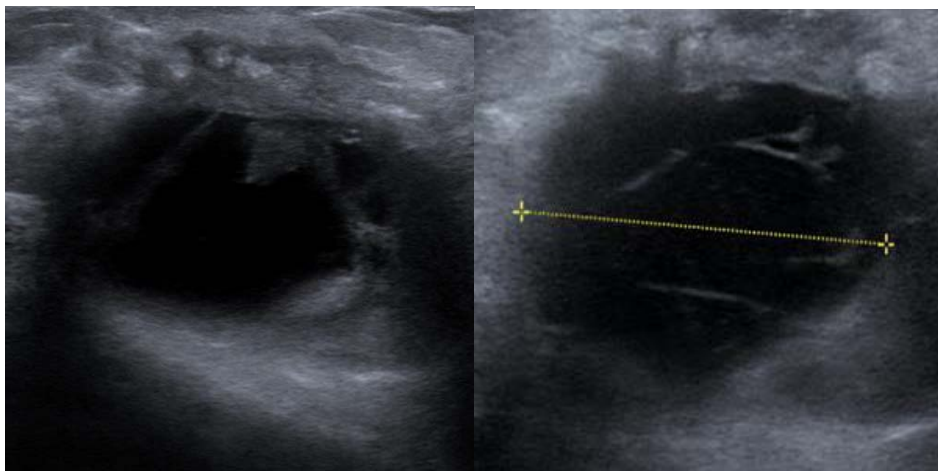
Hématome postopératoire (échographie). L'échographie met en évidence une image liquidiennne présentant une paroi superficielle localement épaissie avec septas (flèche) ou échos intra-cavitaires.
